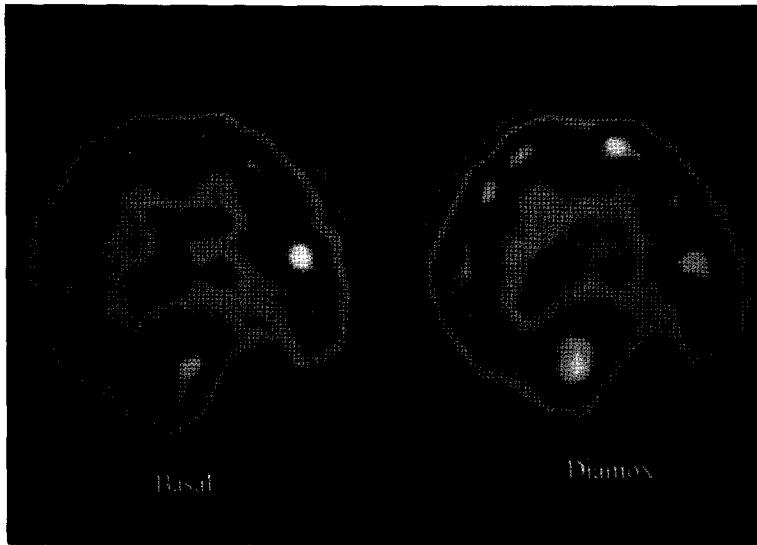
Pre-operative SPECT of a 22-year-old man (case 3) shows a large perfusion defect in the left occipital area due to huge hematoma. But blood perfusion is increased after acetazolamide challenge in the area adjacent to the lesion. The change was subtle but was confirmed in radioactivity-counting.
